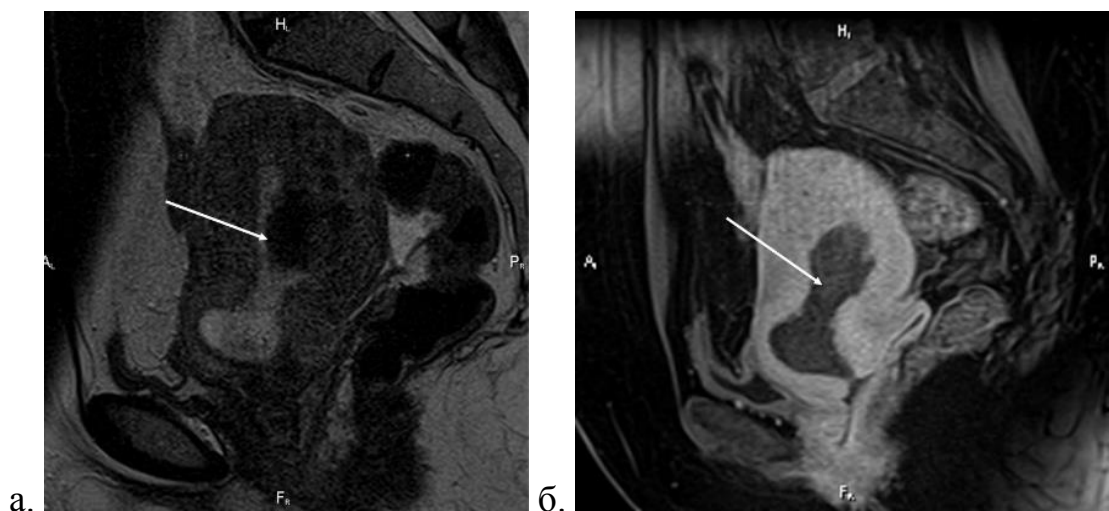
Пациентка К., 45 лет; 033KEU; МРТ через 21 день после ЭМА; экспульсия лейомиомы матки (стрелка); сагиттальные срезы; тело матки деформировано, в полости мягкотканное образование, не накапливающее КВ, внутренний зев расширен; а) T2-ВИ б) T1-ВИ с жироподавлением и введением КВ
